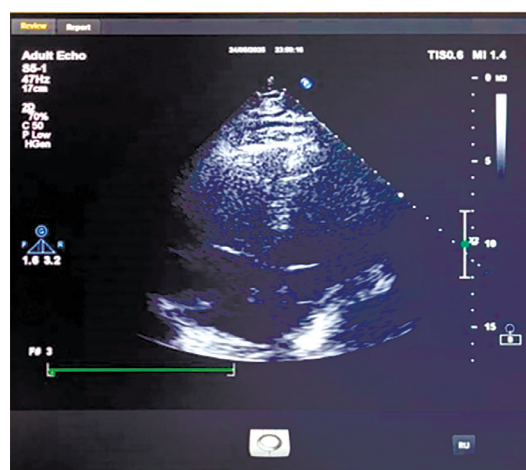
Эхокардиография (до лечения): свободно подвижный тромб размером около 10–2 см в правом предсердии
